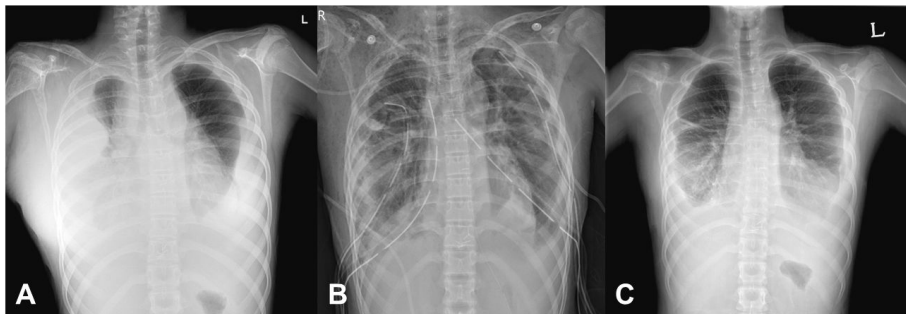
(A) The initial chest radiograph with a large amount of both pleural effusions. (B) The chest radiograph after the bilateral pleural adhesiolysis and tube thoracostomy. (C) The follow-up chest radiograph in the outpatient clinic at 10 months after operation and mTOR inhibitor and beta-blocker administration.
